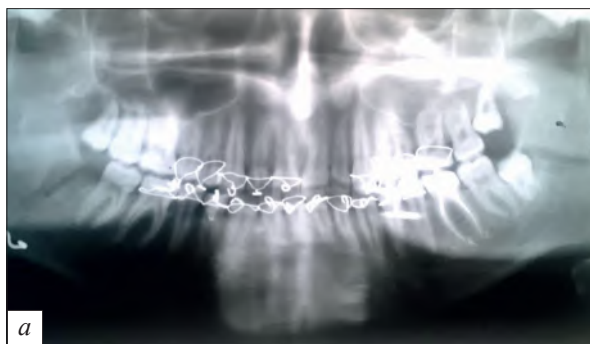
Контрольные рентгенограммы пациента С. *а* – ортопантограмма; *б* – прямая проекция черепа.
